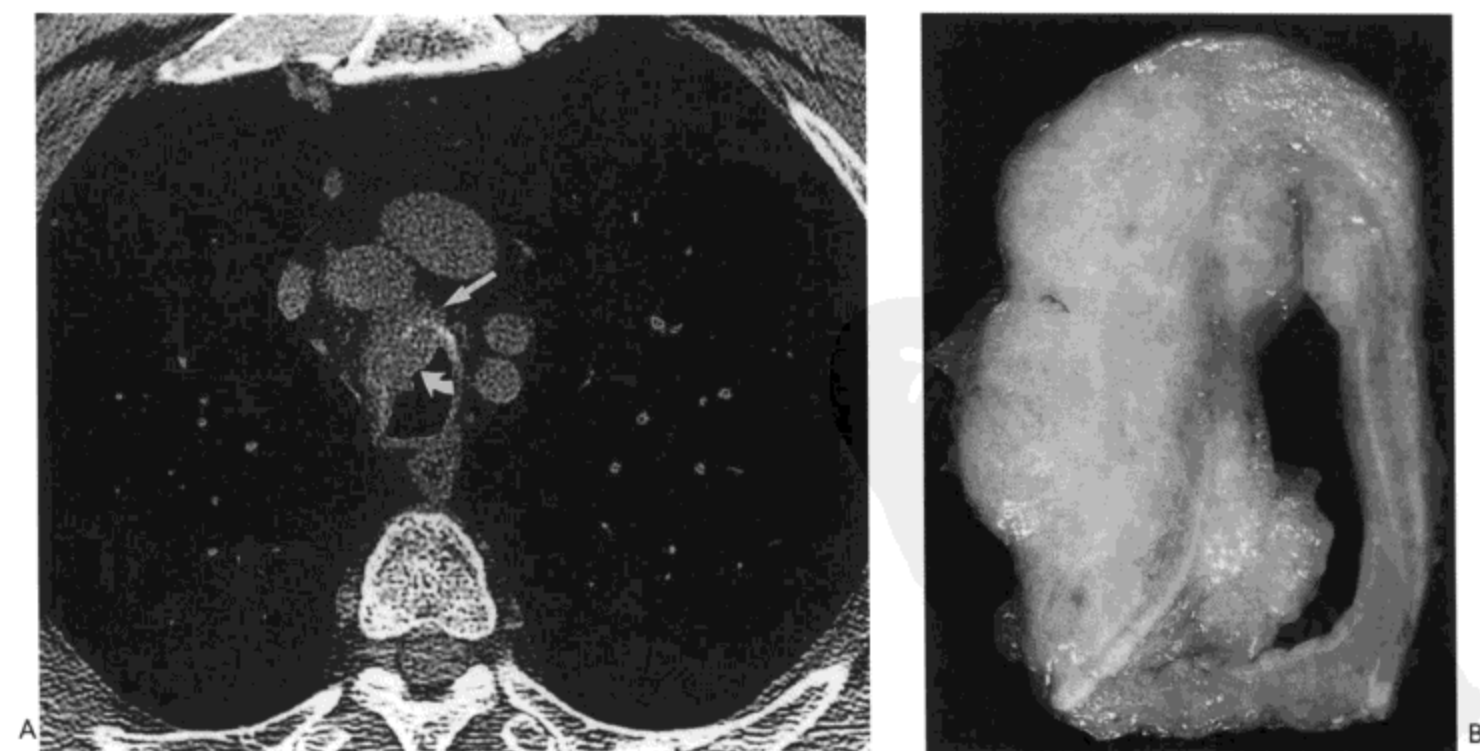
气管黏液上皮样癌。A: 大血管水平CT影像(1mm层厚)示气管腔内(弯箭号)与腔外(直箭号)的肿瘤。B: 切除标本的矢状切面也显示了肿瘤的腔内与腔外部分。病人男,69岁。
